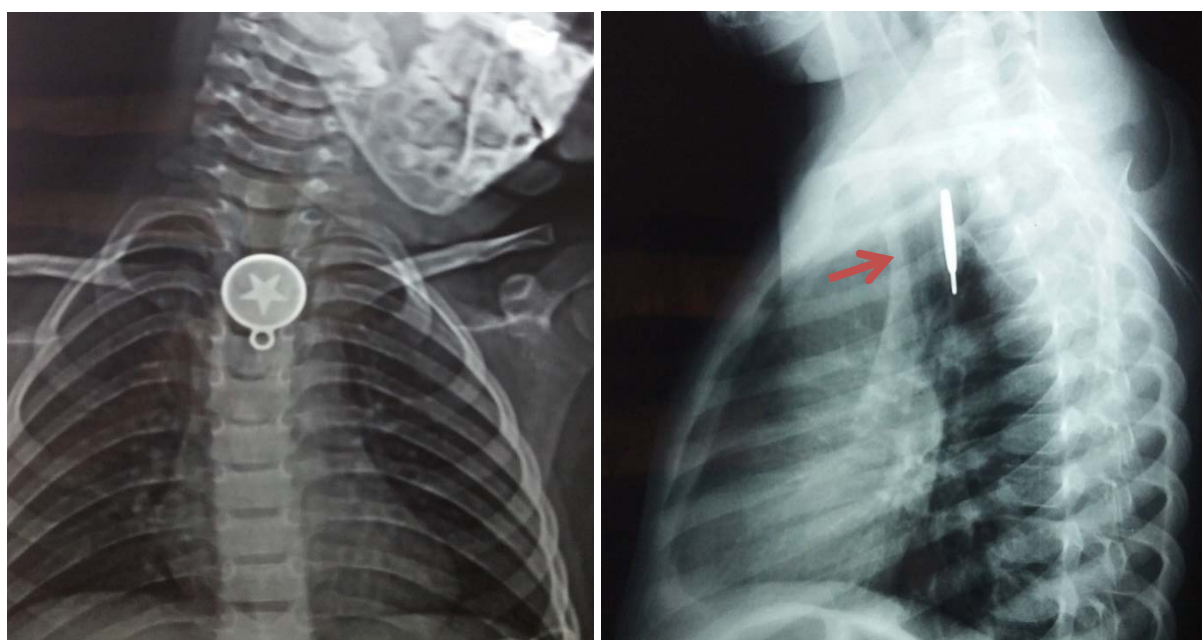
Pendentif métallique dans le tiers moyen de l'œsophage d'une fille de 4 ans qui s'est présentée avec une dysphagie, une odynophagie et des vomissements. Les radiographies frontale (A) et latérale (B) du thorax montrent un corps étranger métallique logé dans le tiers moyen de l'œsophage. La radiographie latérale (B) montre un épaississement léger de la bande trachéo-oesophagienne (astérisque), indiquant une inflammation.
